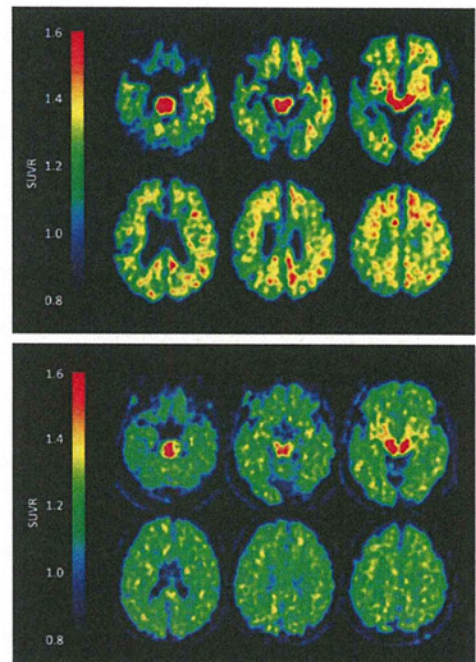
Lewy 小体型認知症(DLB)患者(上段)および健常高齢者(下段)の  $^{11}\text{C}$ -BF-227 SUVR 画像
